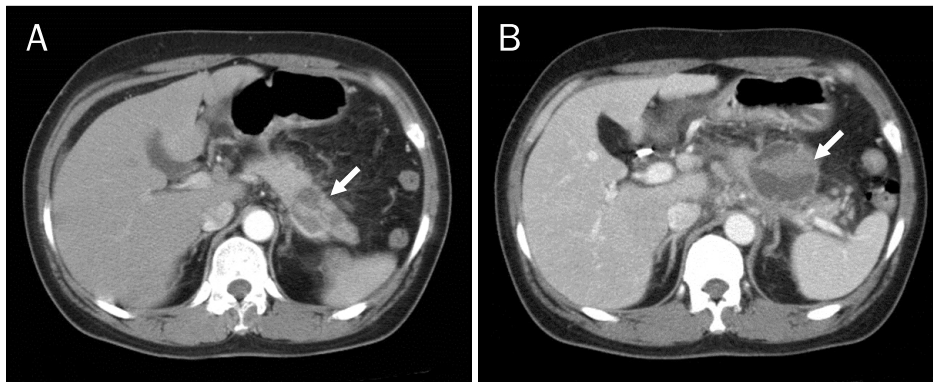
Initial abdominal CT findings. (A) There was a 3.2×2.4 cm sized pancreatic pseudocyst 2 years before the patient was admitted (arrow). (B) There was a 4.0×4.5 cm sized low density cystic lesion with hemorrhage on the pancreas body and tail on admission (arrow).
